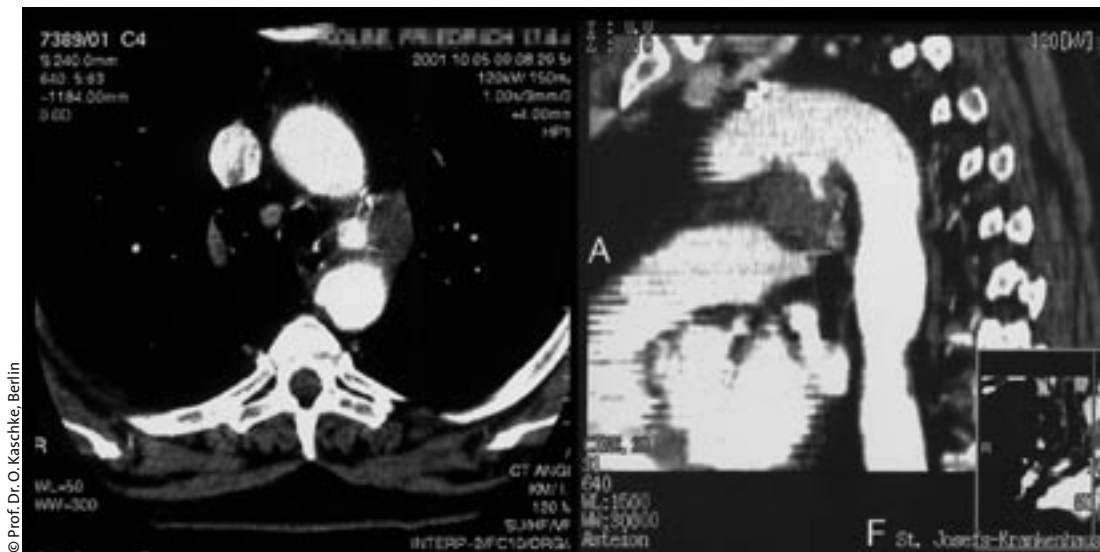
Thorakales CT mit Darstellung des größtenteils thrombosierten Aneurysmas zwischen Aorta ascendens und descendens
